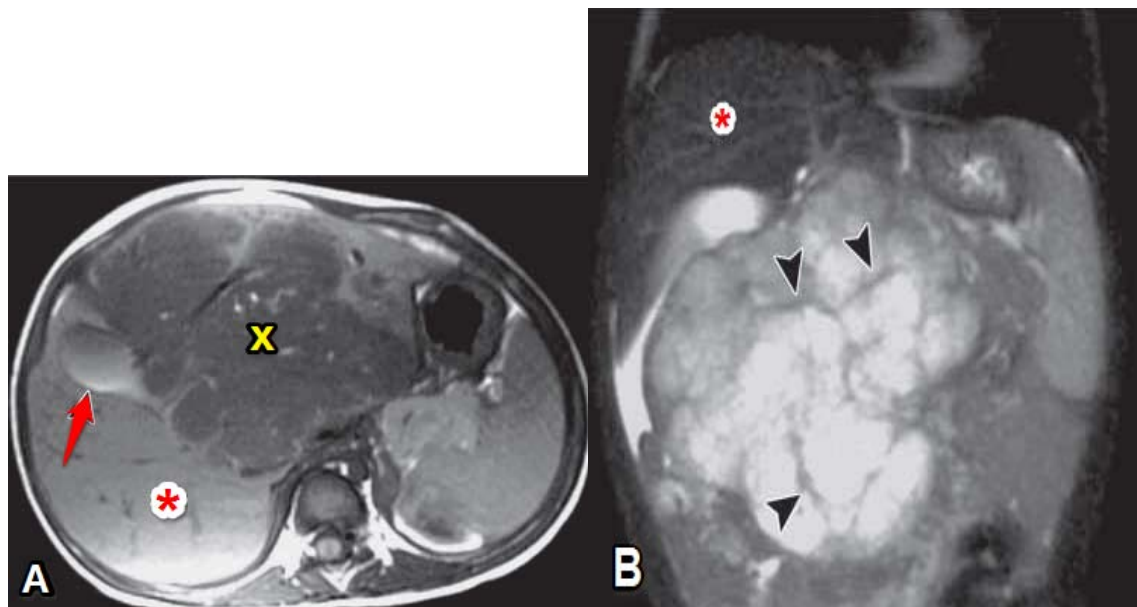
Images IRM d'angiosarcome hépatique chez une fille de 2 ans [1].
